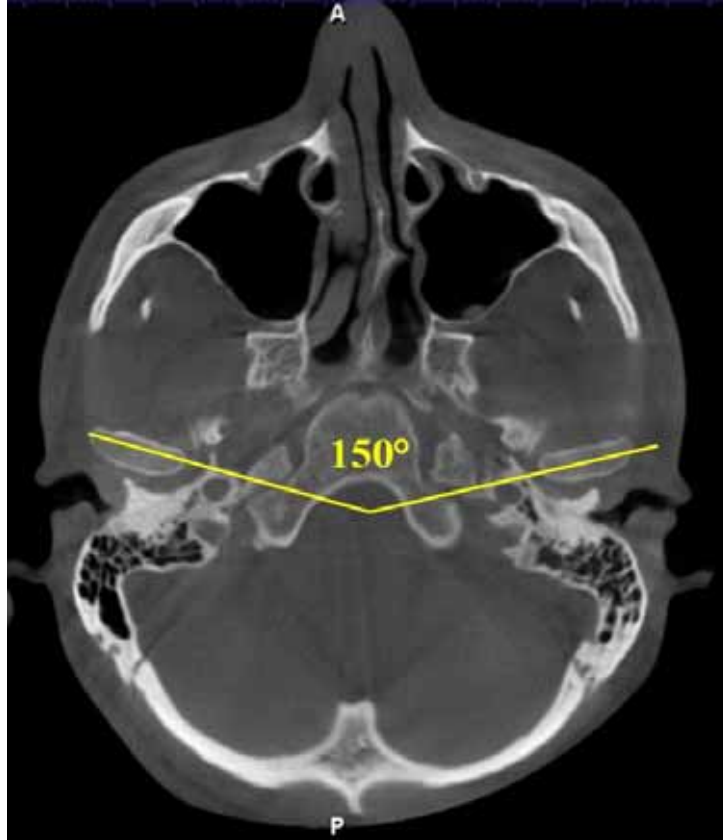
Пространственное расположение суставных головок на томограмме
